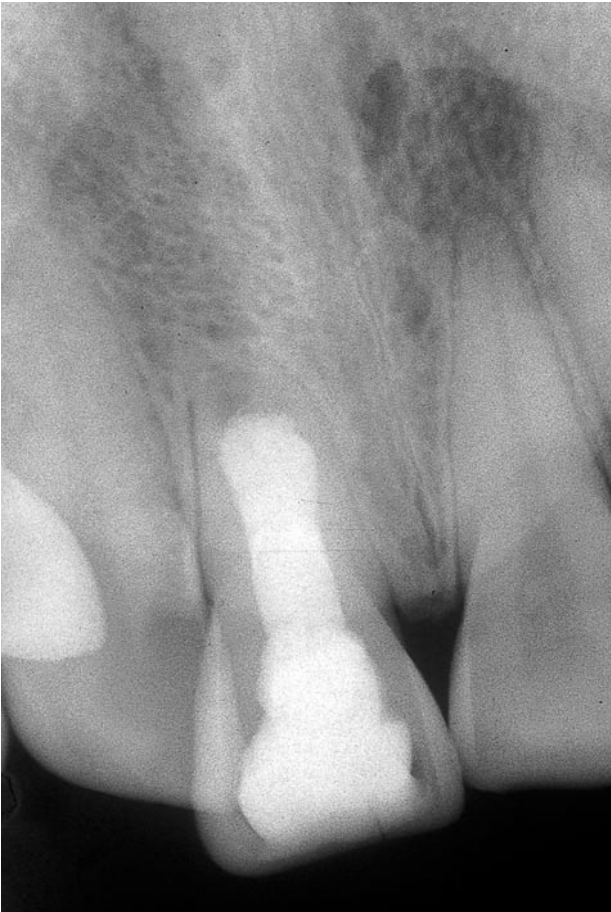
Radiografía periapical de evolución favorable al año del tratamiento.
